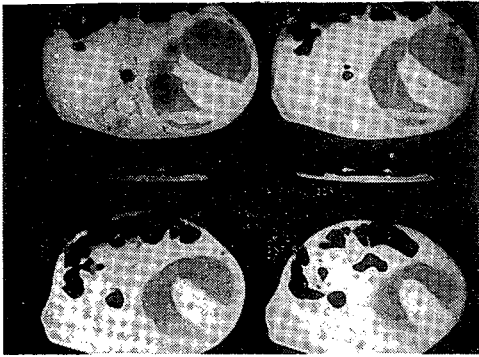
Renal CT scan shows the contrast material(C) collected in the urinoma(U), which comes through the ruptured site at the anteromedial aspect of the left renal pelvis (LK : Left kidney RK : Right Kidney)
